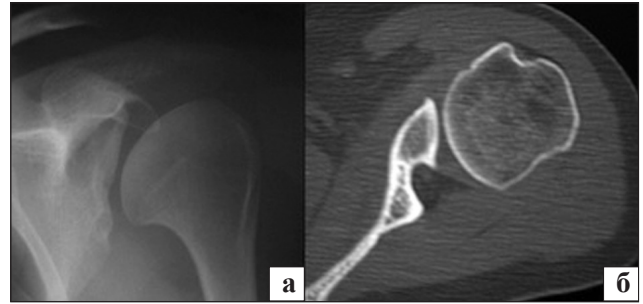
Пацієнт В., 43 р., гіпоплазія гленоїдальної западини та головки плечової кістки: а) рентгенограма в прямій проекції; б) комп'ютерна томографія, аксіальний зріз
